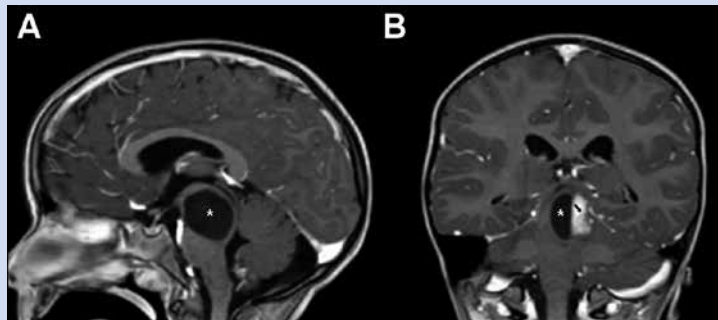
RM craneal en T1 con contraste. Tumoración con un componente quístico (*) y otro sólido (→) en su margen posterolateral con realce heterogéneo tras la administración de contraste. A. Corte sagital en T1. B. Corte coronal en T1.
